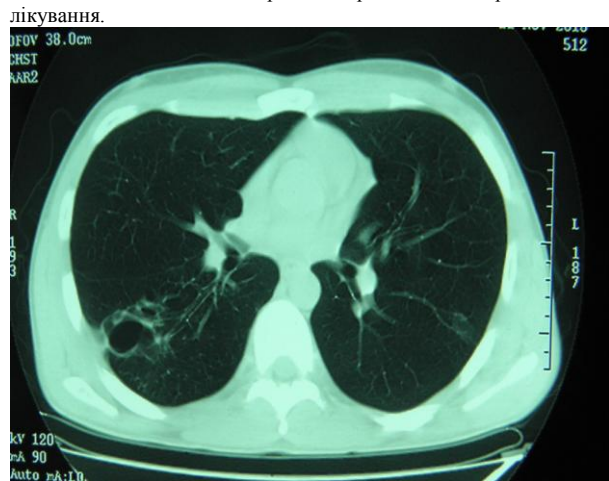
КТ ОГК хворого А. на фоні протитуберкульозної хіміотерапії.
